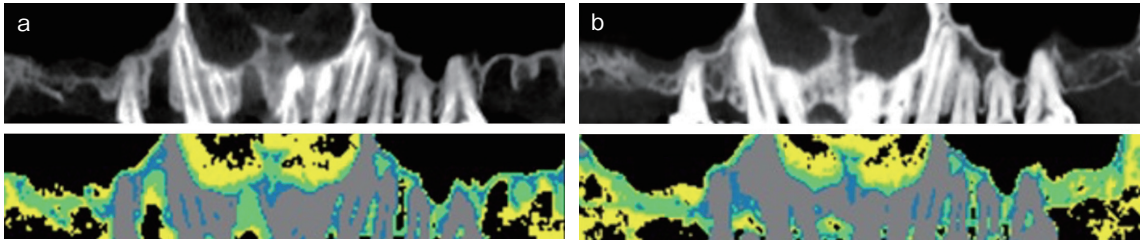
再構成パノラミック画像による骨質評価。術後1ヵ月（a）と1年（b）のCBCT画像よりパノラミック画像を再構築し、シムプラント（デンツプライシロナ）を用いて骨質を評価した。抜歯後1ヵ月では著明な骨の陥凹と軟組織の充満がみられたが、術後1年ではそれらが青または灰色で描出された骨様硬の組織に置換されているのがわかる
